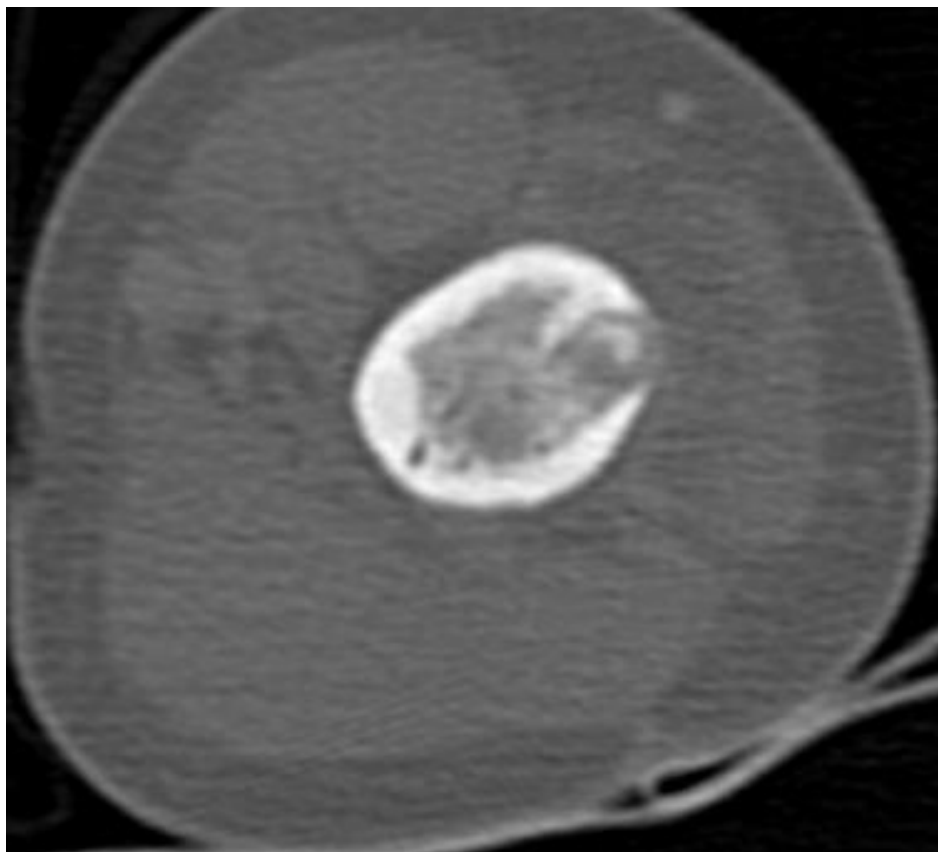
Комп'ютерна томографія лівої плечової кістки дитини Ч, 3 роки, № ІХ 2824, діагноз: БЦЖ-остит діафіза лівої плечової кістки
